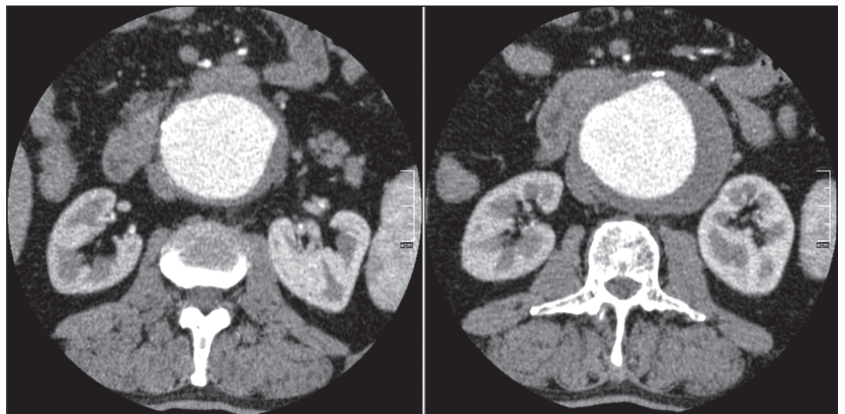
КТ поперекового відділу хребта хворого Ш.
